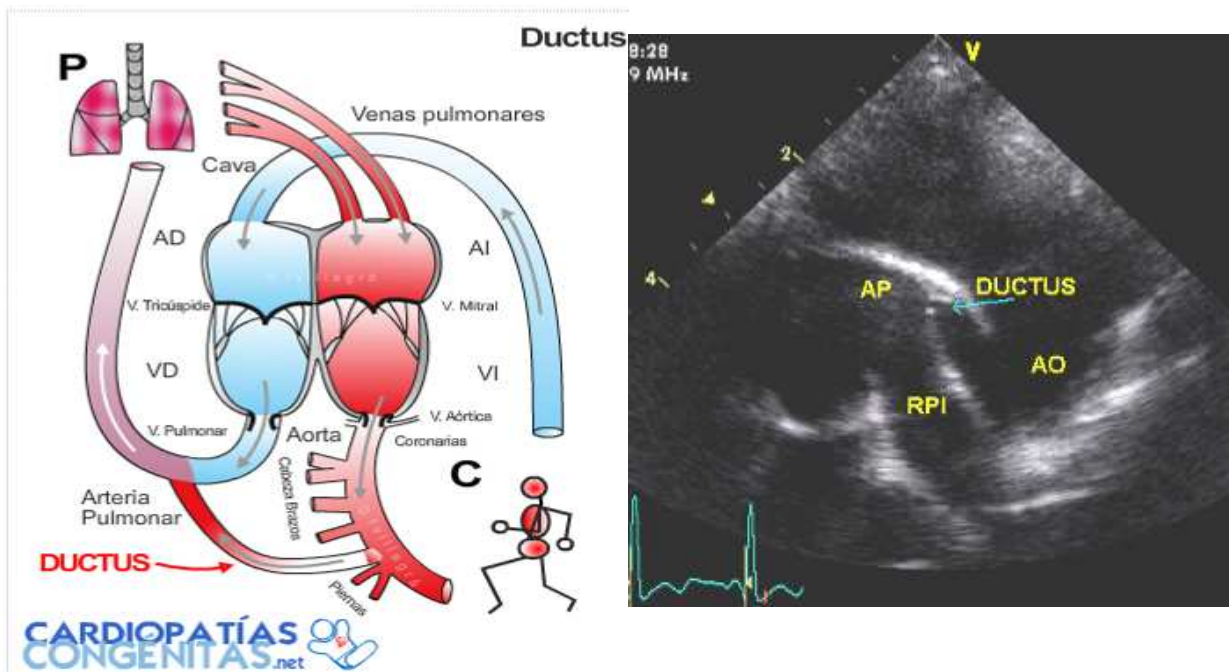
Imatge i ecocardiografia d'un ductus
